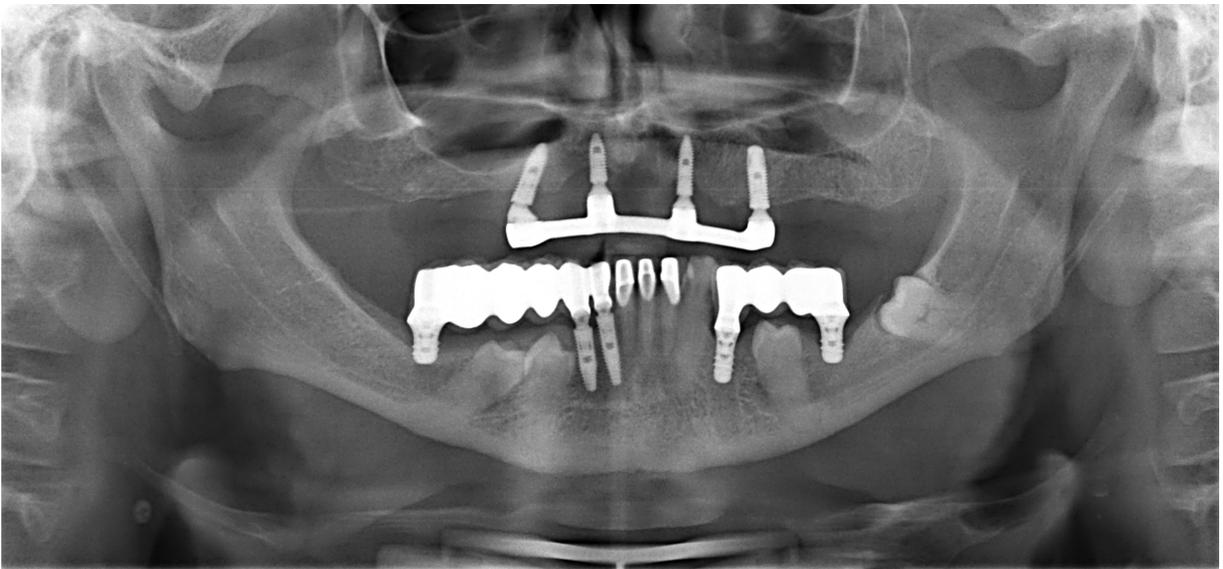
Radiografia de controle 2014.
